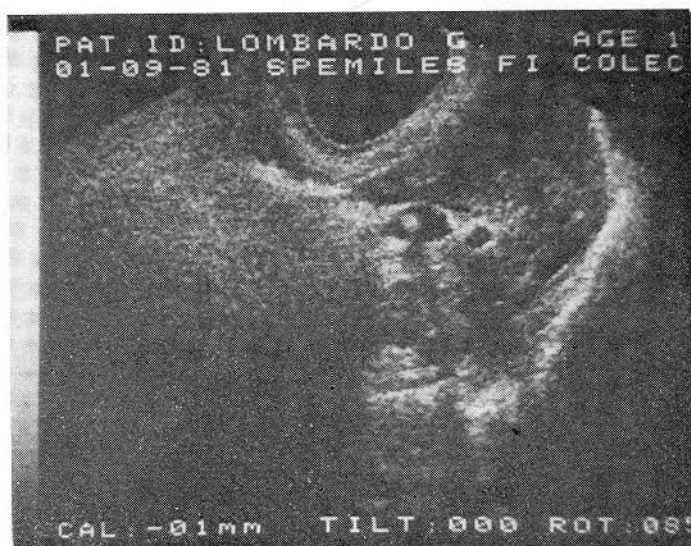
L'ecotomografia della colecisti conferma l'esame colecistografico.
